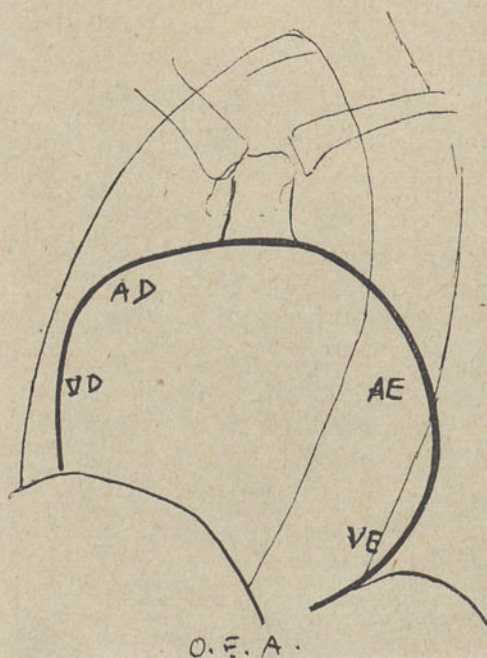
Teleradiografia em O.E.A. para exame da aurícula esquerda
